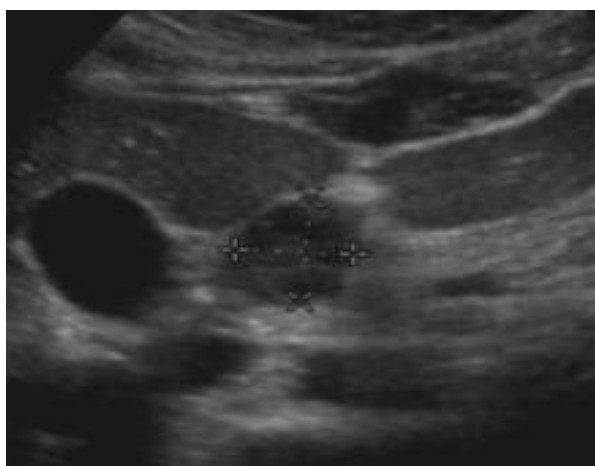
Insulinome de la tête du pancréas chez une patiente NEM 1 en échographie trans-abdominale. La tumeur est bien circonscrite, homogène et hypoéchogène.
